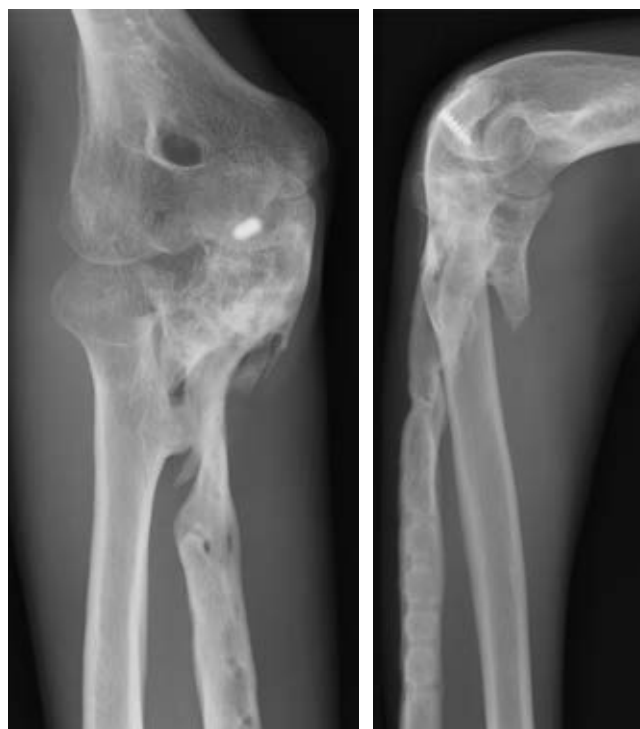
Radiografías postoperatorias después de seis años sin haber realizado controles evolutivos.
